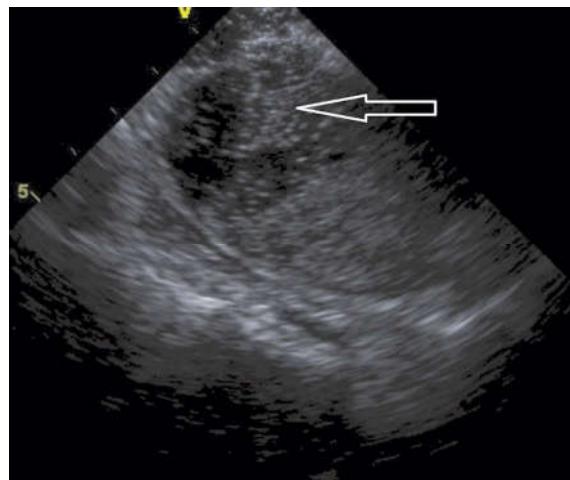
Внутрисердечное УЗИ. Стрелкой указан эффект Bubble («пузырей»)
